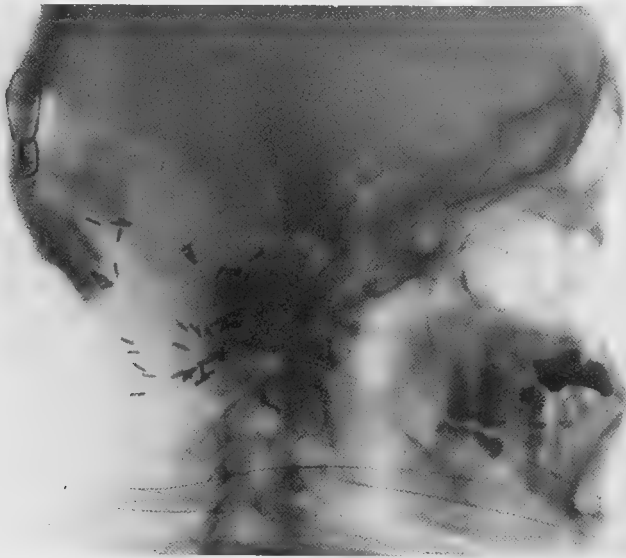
(Obs. I): Sur cette radiographie, on voit que la partie supérieure du volet (procédé de Martel) est parfaitement en place. La partie inférieure volontairement sacrifiée assure une décompression au moins égale à celle qu'assure le procédé de Cushing.
